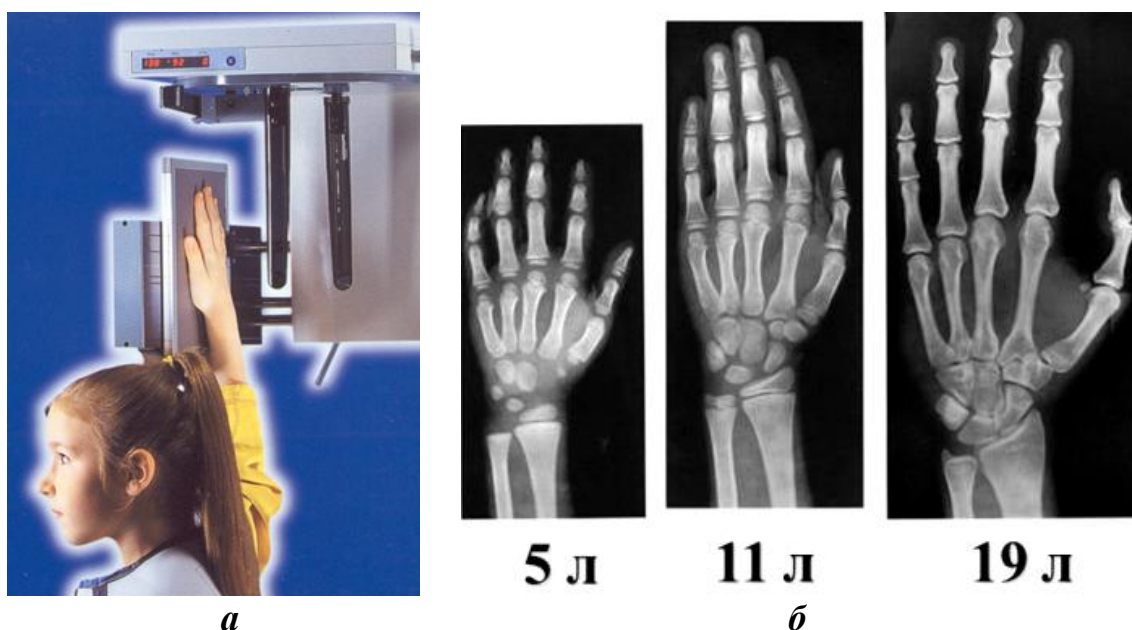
Рентгенография кисти руки:
